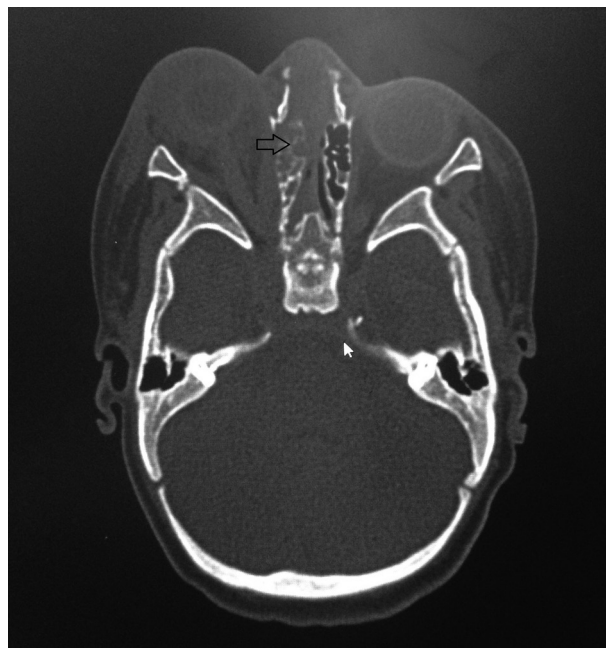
Компьютерная томограмма околоносовых пазух в аксиальной (стрелкой показана деструкция бумажной пластинки решетчатой кости) и коронарной проекции (стрелками показано наличие патологического содержимого в клетках решетчатой кости и правой верхнечелюстной пазухе) в день поступления.
